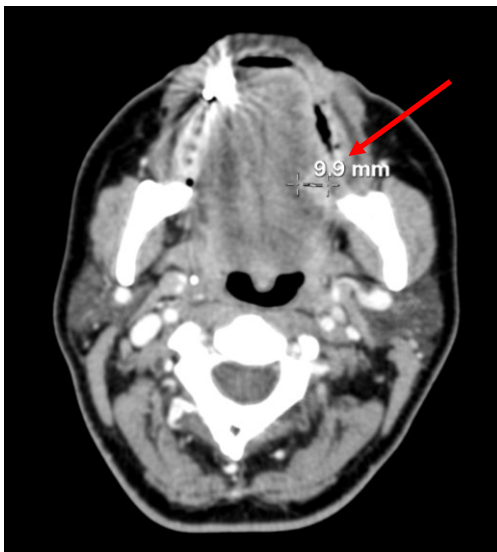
TC axial con contraste.
